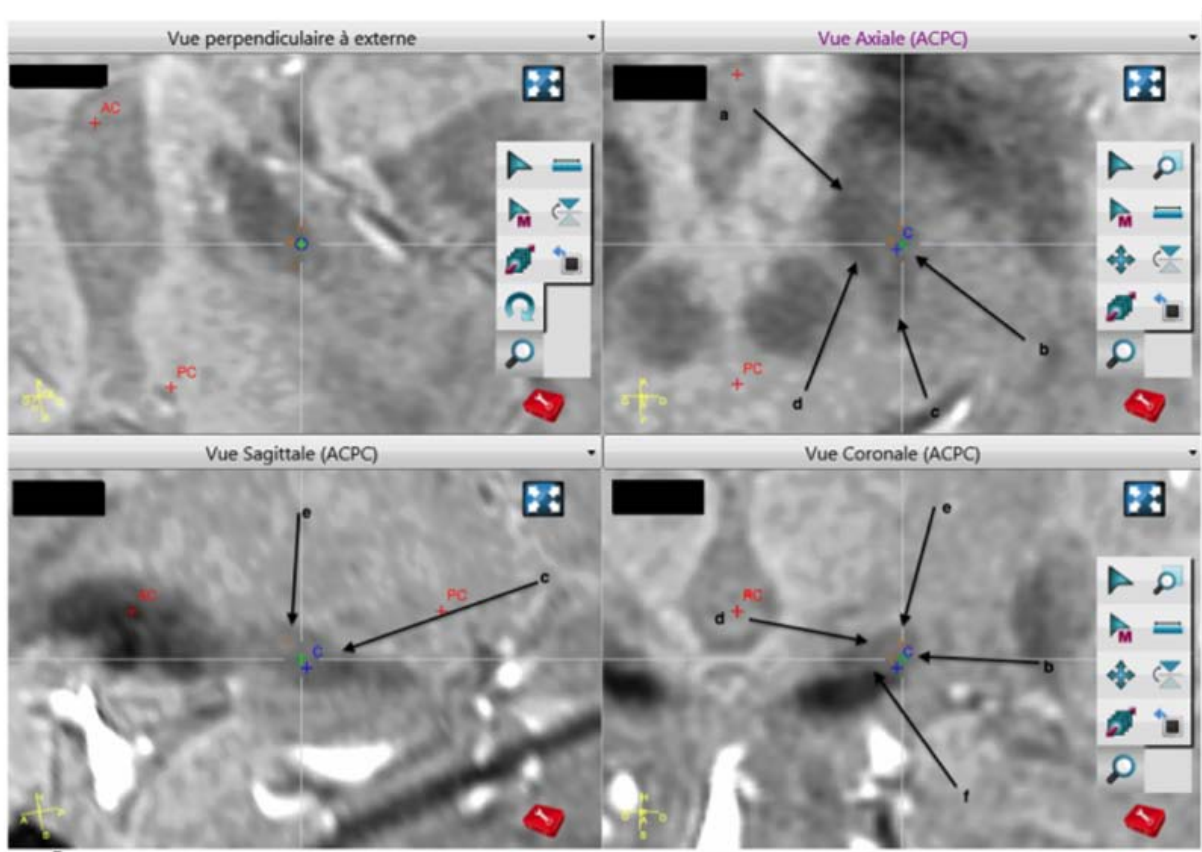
Séquence IRM 3D Swan dédiée visualisant la cible (NST)
